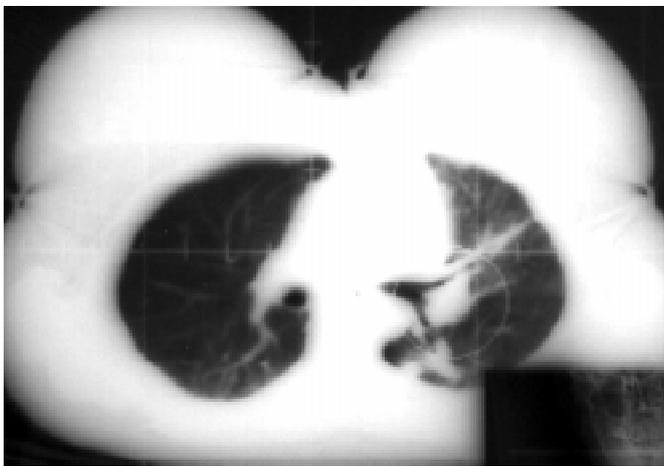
Комп'ютерна томограма ОГК. Значна резорбція пухлинного утвору лівої легені, внутрілегеневих метастазів
